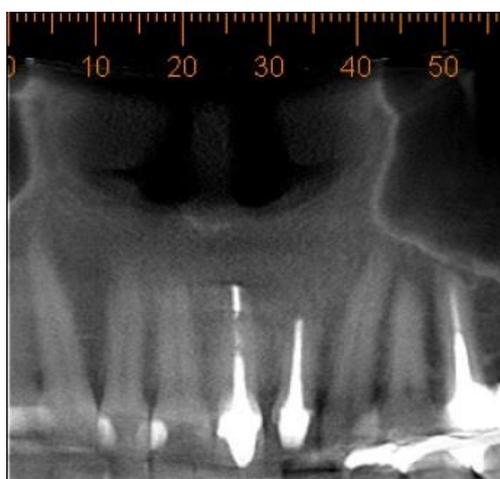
Imagem panorâmica da tomografia, note as cristas ósseas proximais.
